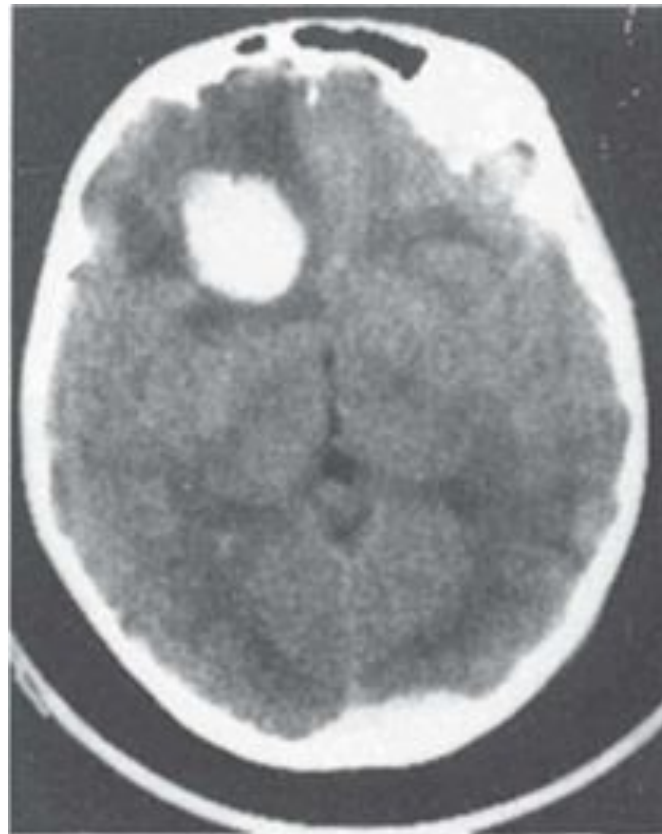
Внутримозговая гематома в лобной доле справа. КТ. Аксиальный срез. Гомогенная зона округлой формы с ровными, четкими границами.
